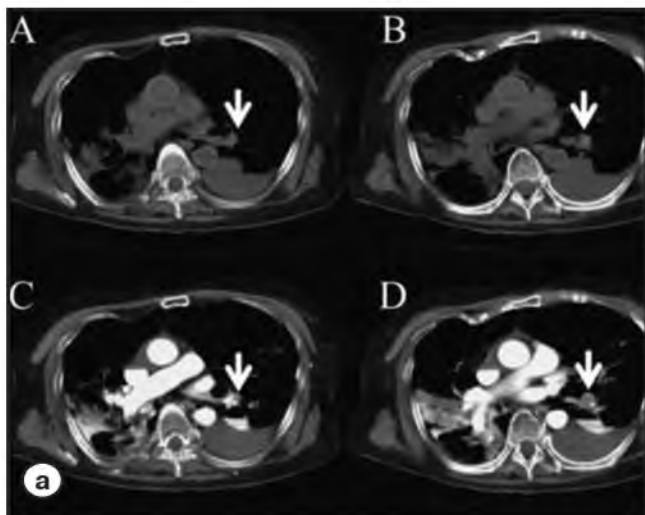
Посмертная МСКТ грудной клетки. Сердечное окно. Тромбоэмболия легочной артерии [34].
